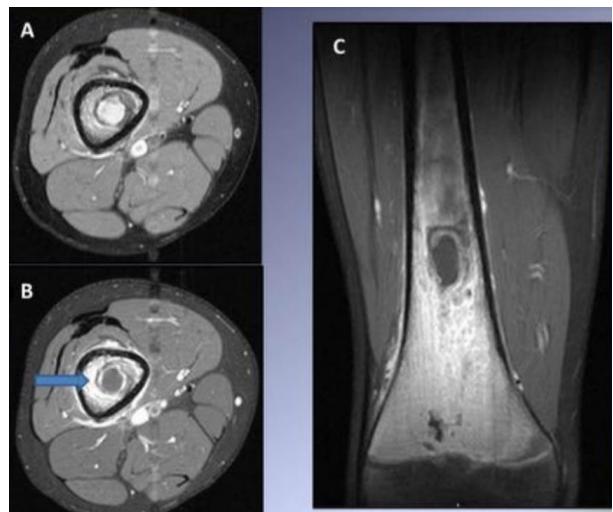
Resonancia magnética de cavidad intramedular en la región metafisio-diafisiaria distal del fémur derecho.⁴³
